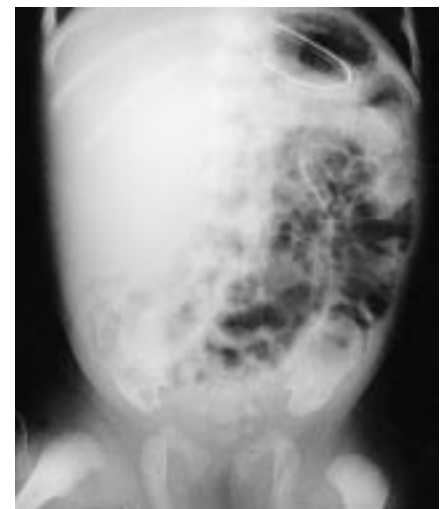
Radiographie de l'abdomen sans préparation de face.
